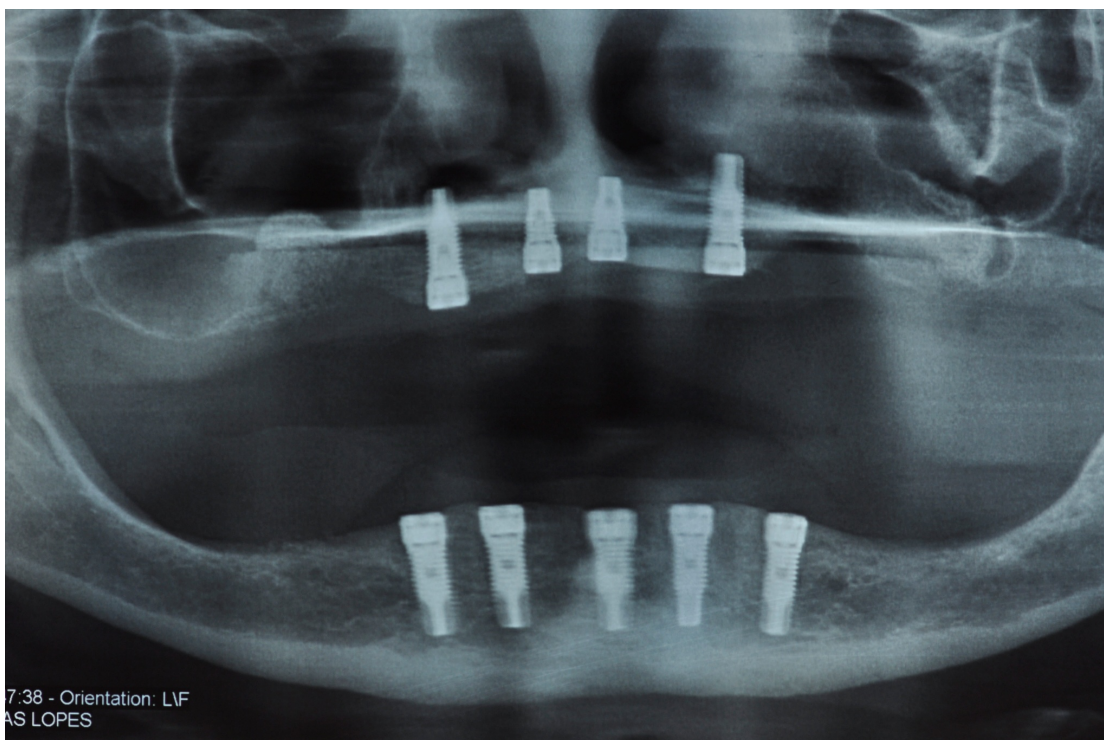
Radiografia panorâmica demonstrando 4 implantes em maxila (implantes distais: 4,3 x 13 mm e implantes mesiais 4,3 mm x 9 mm) e 5 implantes em mandíbula
